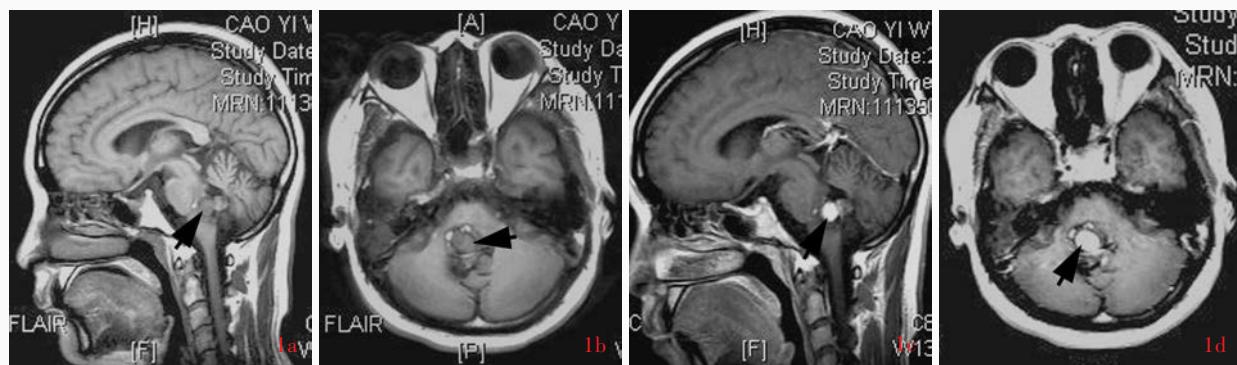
头部MRI检查所见 1a 矢状位T₁WI显示,小脑蚓部和脑干背侧不规则分叶状占位性病变,呈混杂信号,突向第四脑室(箭头所示) 1b 横断面T₁WI显示,小脑蚓部和脑干背侧混杂信号(箭头所示) 1c 矢状位增强T₁WI显示,病灶内类圆形强化结节(箭头所示) 1d 横断面增强T₁WI显示,病灶内类圆形强化结节(箭头所示)
